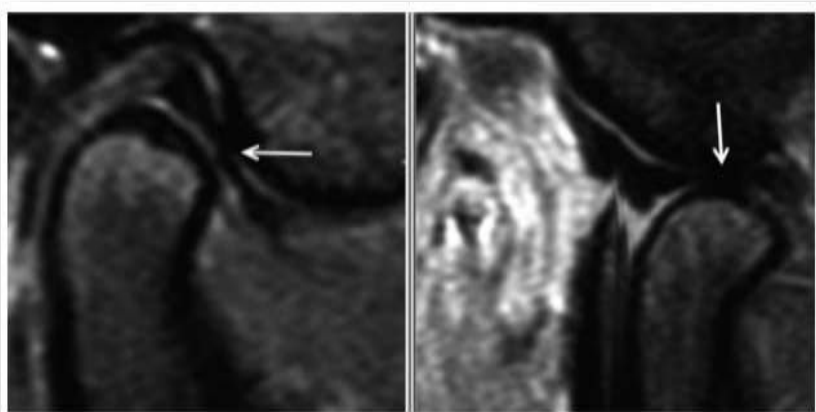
Anatomía normal de la ATM vista desde la resonancia magnética
